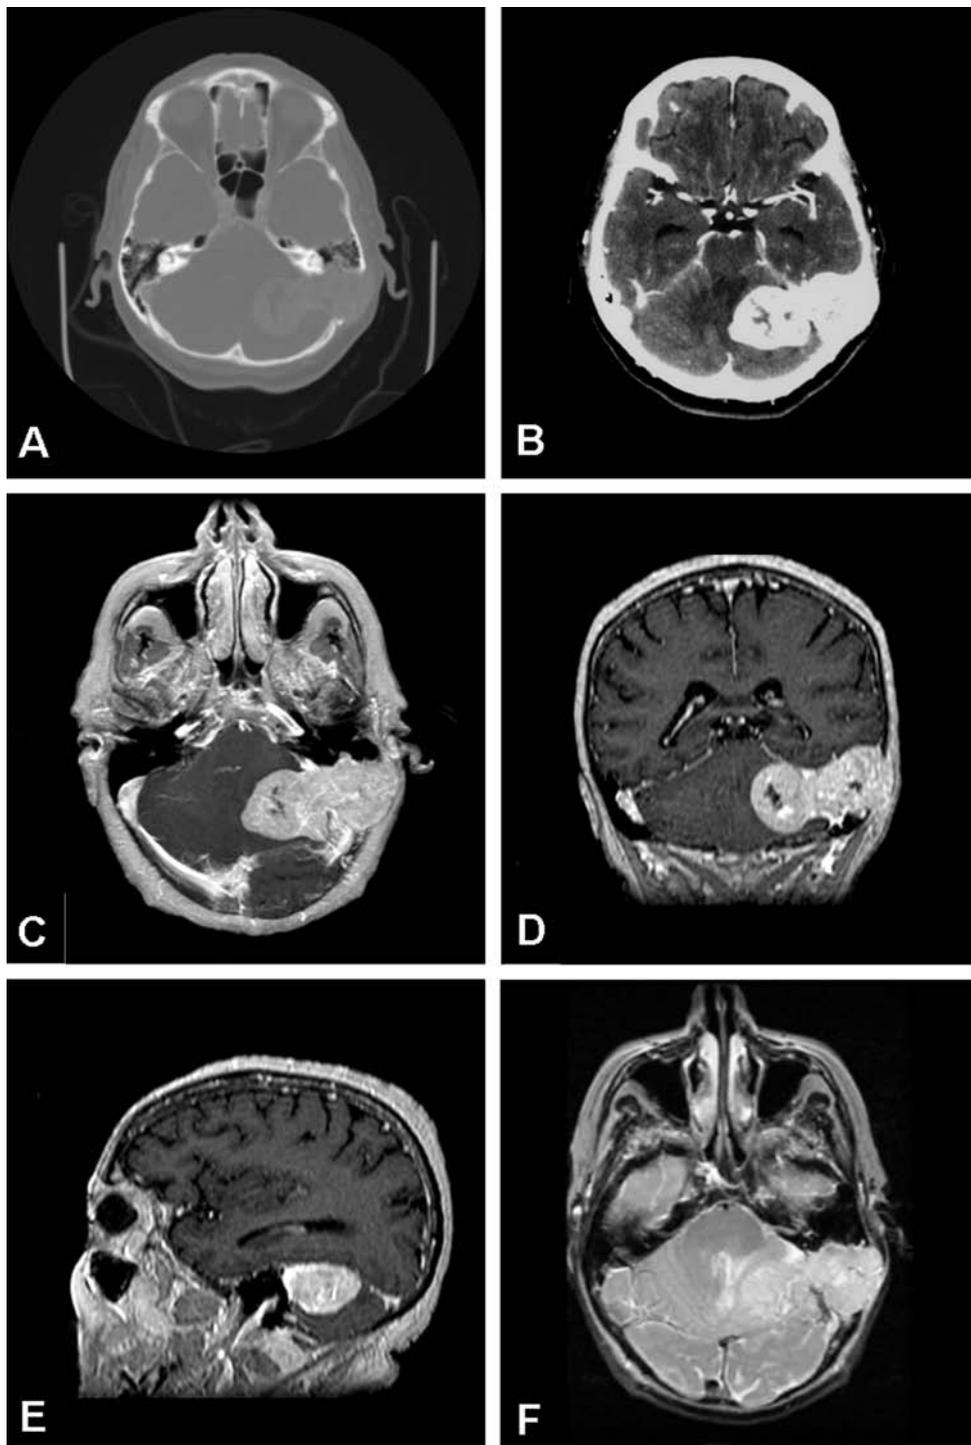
(A) Imagen axial de TC craneal en ventana ósea que muestra llamativa osteolisis occípito-mastoidea y ausencia de calcificaciones intralesionales. (B) Imagen axial de TC craneal tras la administración de contraste yodado que muestra una masa en la fosa posterior izquierda con intensa captación heterogénea de contraste y discreto edema perilesional. Imágenes axial (C), coronal (D) y sagital (E) de RM craneal potenciadas en T1 tras la administración de gadolinio que muestran intenso realce heterogéneo del tumor y señales de vacío intralesionales. Se observa además la íntima relación del tumor con el tentorio. (F) Imagen axial de RM craneal potenciada en T2 que muestra una lesión hiperintensa respecto al parénquima cerebral que comprime el hemisferio cerebeloso izquierdo, el lóbulo temporal izquierdo y el cuarto ventrículo.
